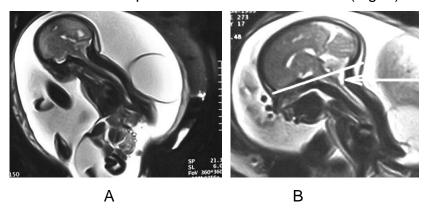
Resonancia Nuclear Magnética ultrarápida HASTE®. A) se determina la anatomía del defecto; B) se estudia la malformación de A.Chiari II
